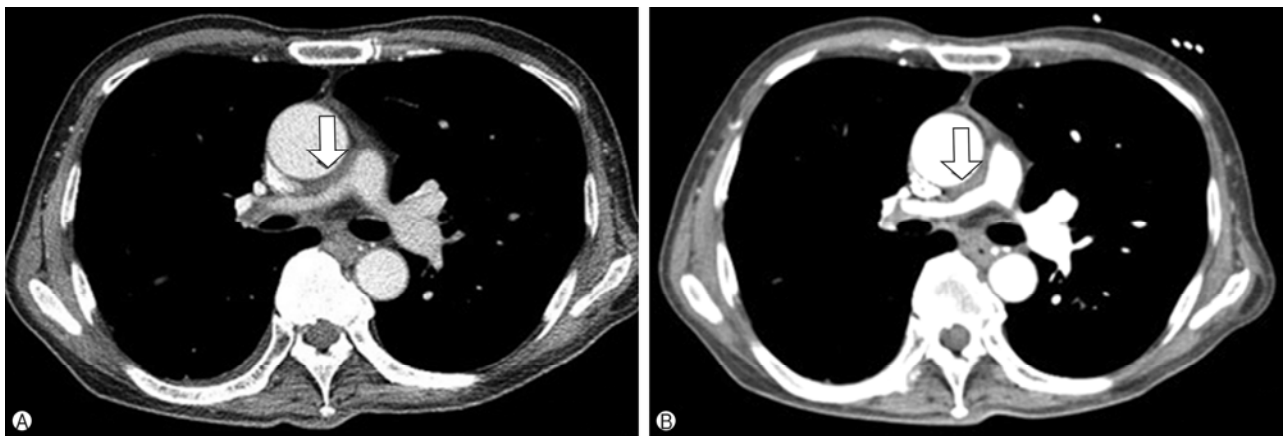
Chest computed tomography showing (A) wall thickening and stenosis in the main pulmonary artery and in both proximal pulmonary arteries (right>left) and (B) no interval change after 4 months (arrow).
